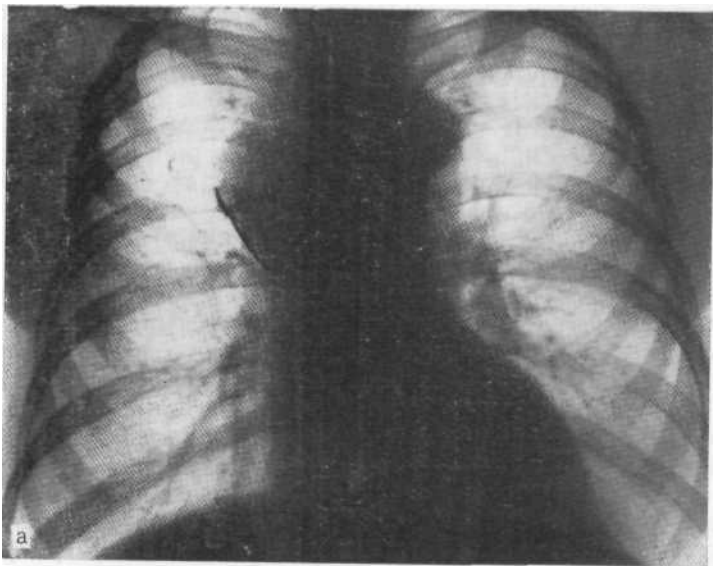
Обзорная рентгенограмма (а) и томограмма в боковой проекции (б). Обызвествленная дермоидная киста переднего средостения.
